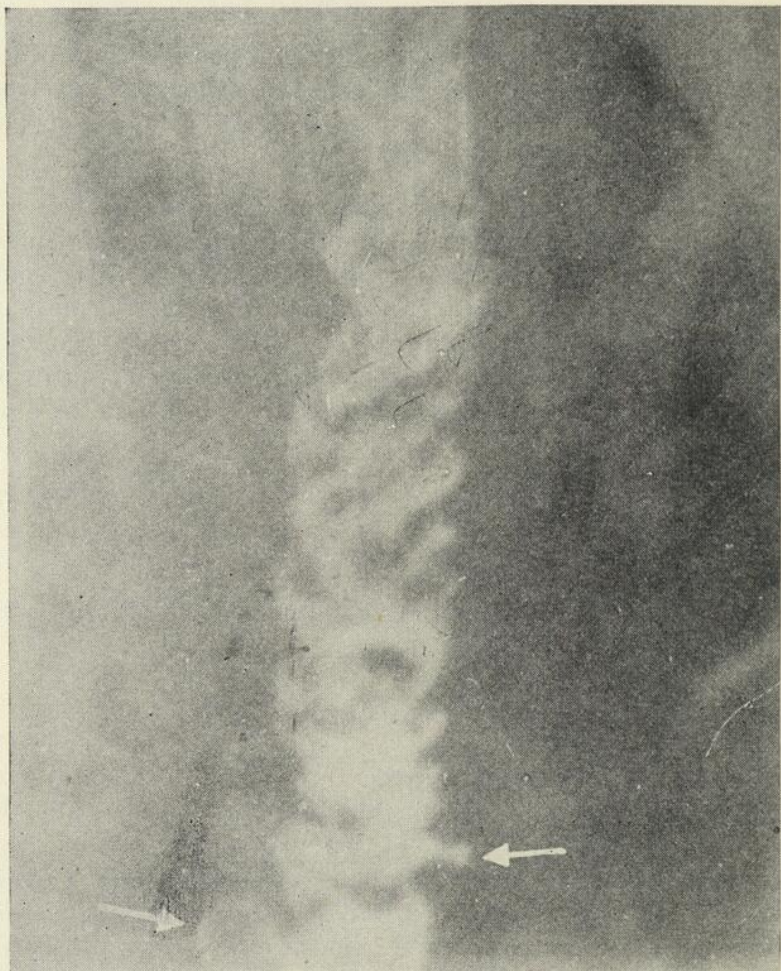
Les flèches au bas de l'image indiquent des diverticules qui étaient passés inaperçus; la radiographie en couche mince et la compression permettent leur mise à jour.
